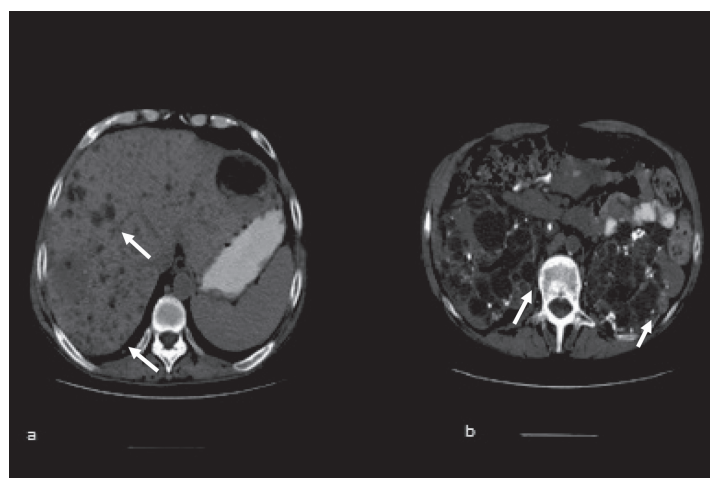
TC-abdômen: incontáveis formações quísticas hepáticas e nódulo sugestivo de angiomiolipoma.
